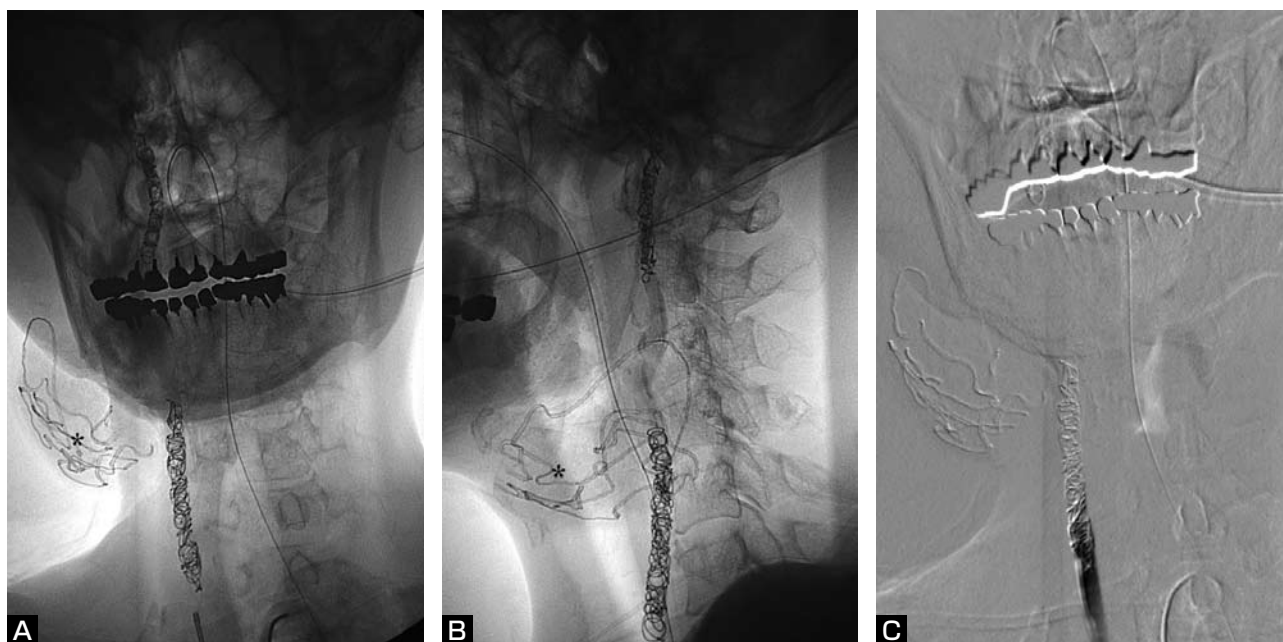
After the internal trapping, fluoroscopic images (A : AP and B : lateral views) showing the coils deposited in the right carotid artery. X-ray detectable gauzes (asterisks) used for hemostasis are observed. C : Right common carotid angiogram (AP view) demonstrating occlusion of the right carotid artery.
